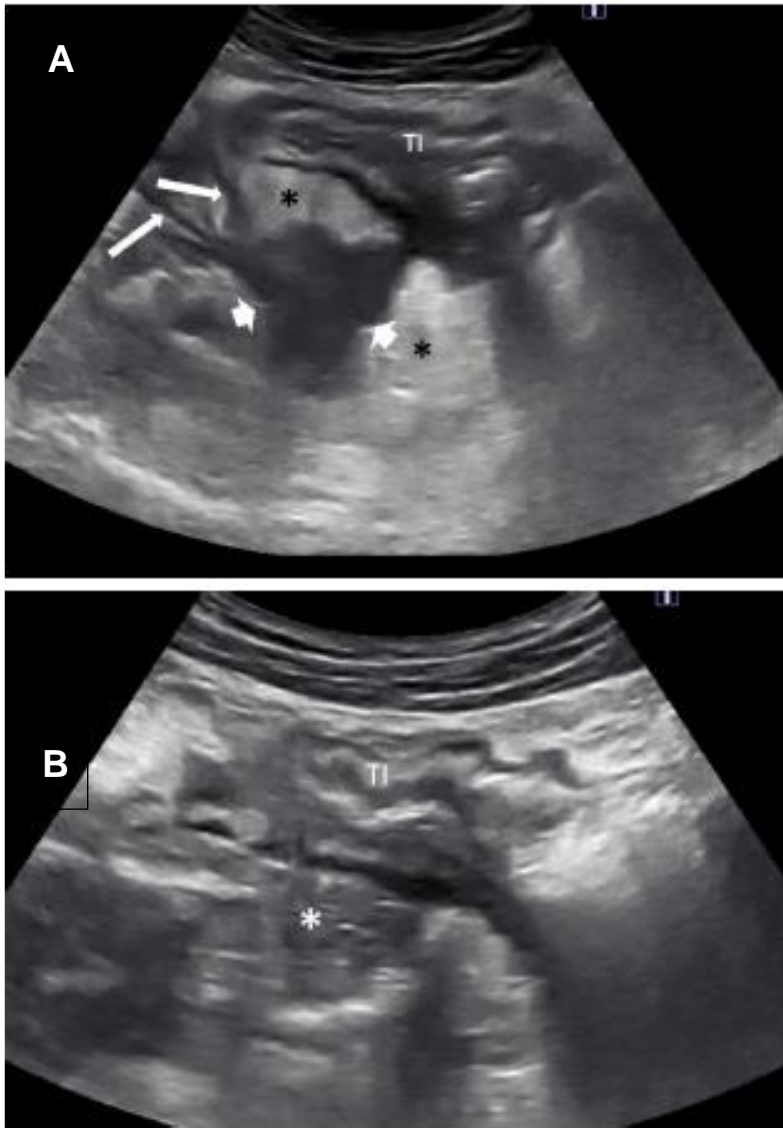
Mujer de 31 años diagnosticada recientemente de enfermedad de Crohn. A) La ecografía abdominal transversal del cuadrante inferior derecho muestra una masa hipoeoica inflamatoria irregular (flechas cortas) que se origina en el íleon terminal engrosado (TI; del inglés: *terminal ileum*) que penetra en el mesenterio hipertrofiado ecogénico (*). Nótese otros dos trayectos sinusales hipoeogénicos lineales (flechas largas) que penetran en la grasa mesentérica ecogénica. B) Ecografía abdominal transversal de cuadrante inferior derecho a los 6 meses de tratamiento que muestra persistencia del engrosamiento del TI pero ecogenicidad grasa normal (*), sin complicaciones transmurales.
